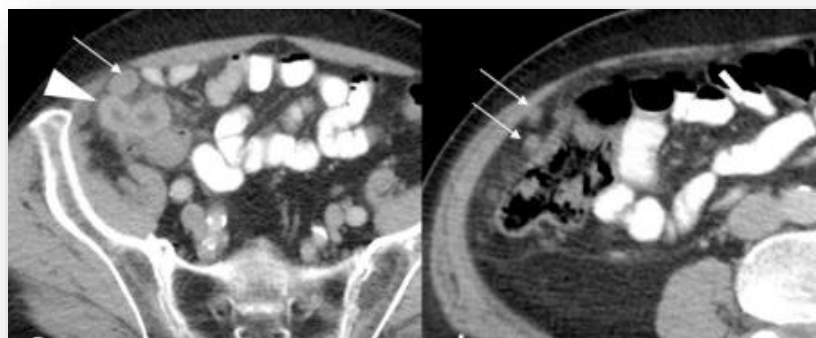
Adénocarcinome appendiculaire coupes axiales CT montrant un gros appendice inflammé (grosse flèche) avec deux nodules situés dans la région péri appendiculaire et péri cæcal (petites flèches). (84)
